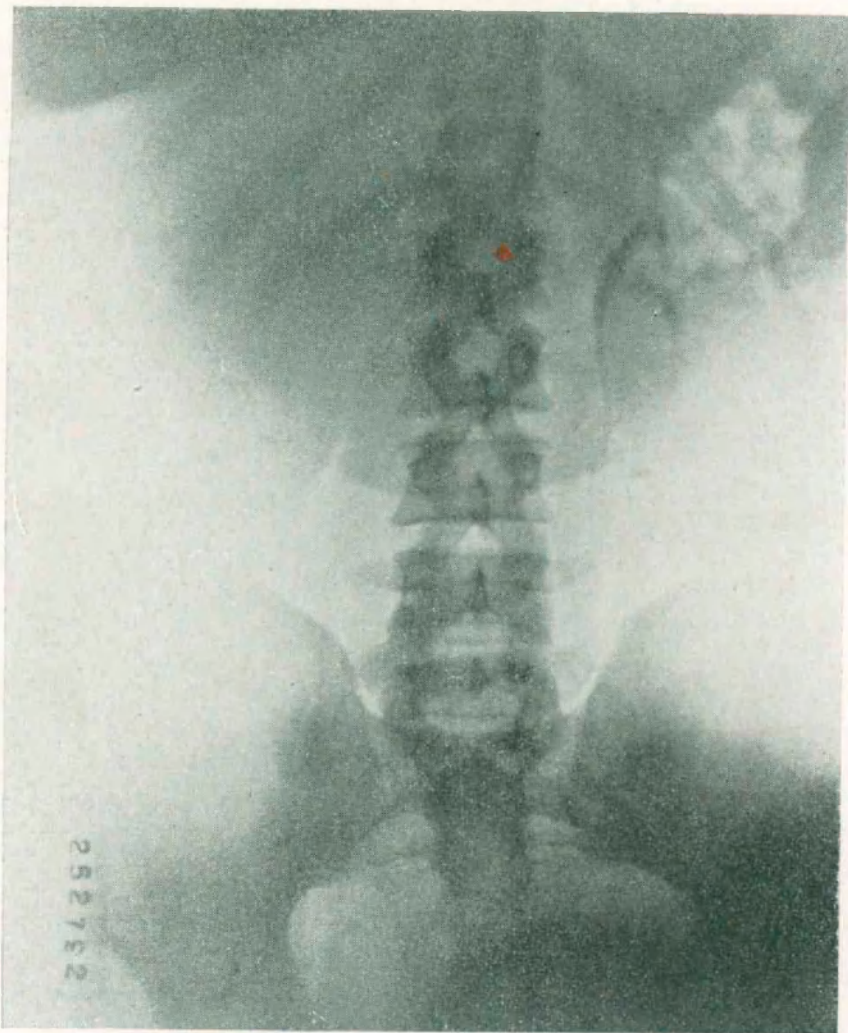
Observación III. — *Urografía por excreción.* Imagen obtenida a los 30 minutos de terminada la inyección. Persiste la falta de eliminación a nivel del riñón derecho. En las radiografías tardías, a los 45', 60' y 90', tampoco se puede observar el menor vestigio de la misma.
